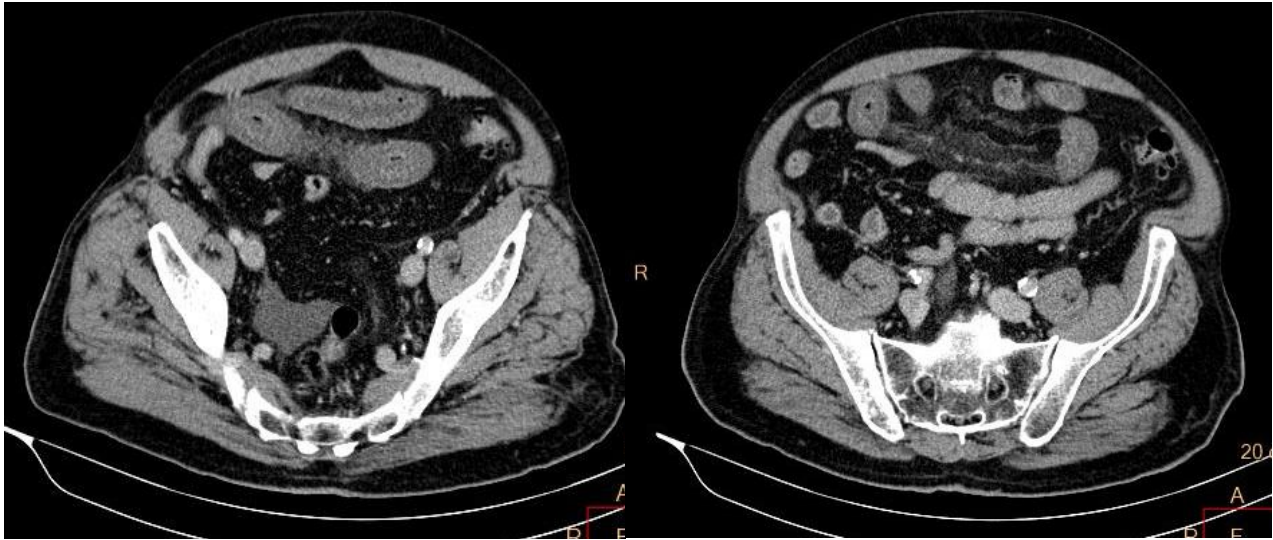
Corte axial de TC abdominopélvico tras administración de contraste intravenoso. Engrosamiento mural con realce disminuido respecto a otras asas y con aspecto en “diana” con submucosa hipodensa en relación con edema en la misma, de unos 50 cm de asas de intestino delgado. Trabeculación de la grasa mesentérica y pequeña cantidad de líquido libre en pelvis menor.
